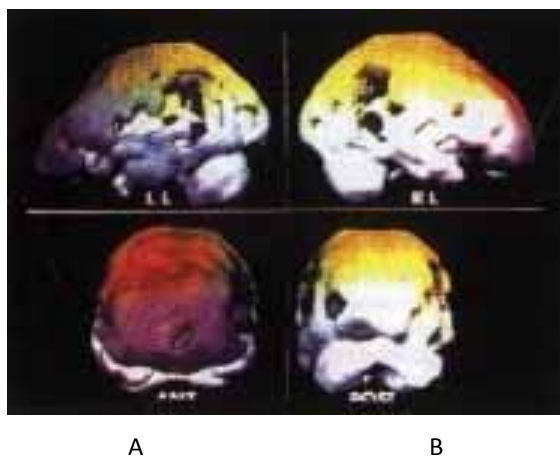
EPILEPSIA – Perfusão ictal e interictal num paciente de 38 anos de idade com foco bilateral ao EEG e suspeita de esclerose de lobo temporal esquerdo. O SPECT mostra hipoperfusão no lobo temporal esquerdo interictalmente ou hipoperfusão nas regiões têmporo-parietal e têmporo-mesial esquerdas e hiperperfusão leve nas estruturas mesiais durante a crise epiléptica.
